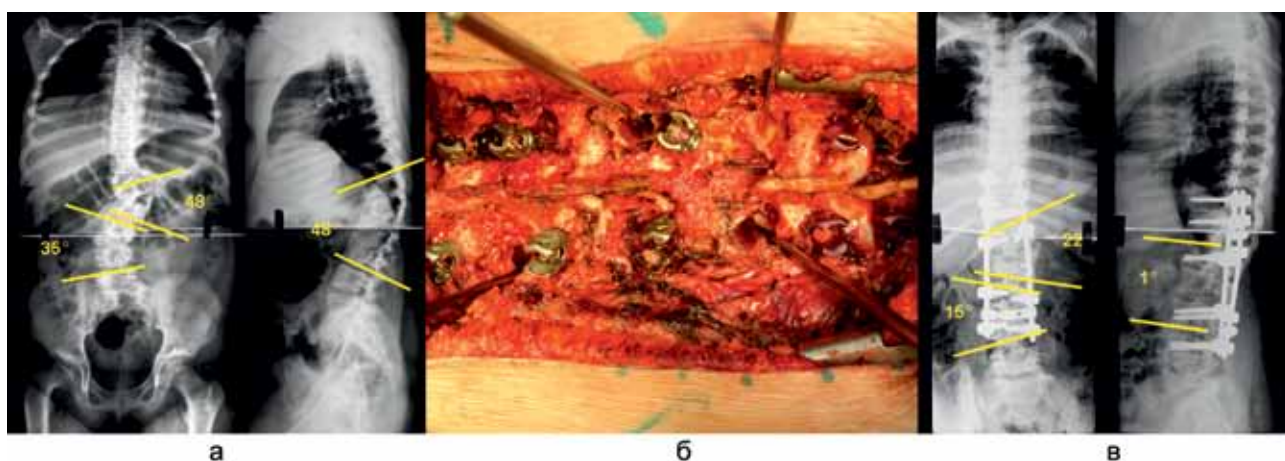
Рентгенограммы и интраоперационное фото пациентки 11 лет с врожденным прогрессирующим кифосколиозом на фоне асимметричного бабочковидного позвонка Th11, полного заднебокового полупозвонка L1 слева и сверхкомплектного L4 полупозвонка справа. Педикулярным доступом выполнена экстирпация асимметричного бабочковидного позвонка Th11, полного полупозвонка L1 слева и сверхкомплектного L4 полупозвонка справа. Коррекция и стабилизация системой ТПФ. Корпородез Th10-L2, L4-5. Спондилодез 360°: а – рентгенограммы позвоночника до операции; б – билатеральный педикулярный доступ (зонды в зонах резекции левой порции асимметричного бабочковидного позвонка Th11, экстирпации полного полупозвонка L1 слева и сверхкомплектного L4 полупозвонка справа); в – рентгенограммы позвоночника после оперативной коррекции деформации
